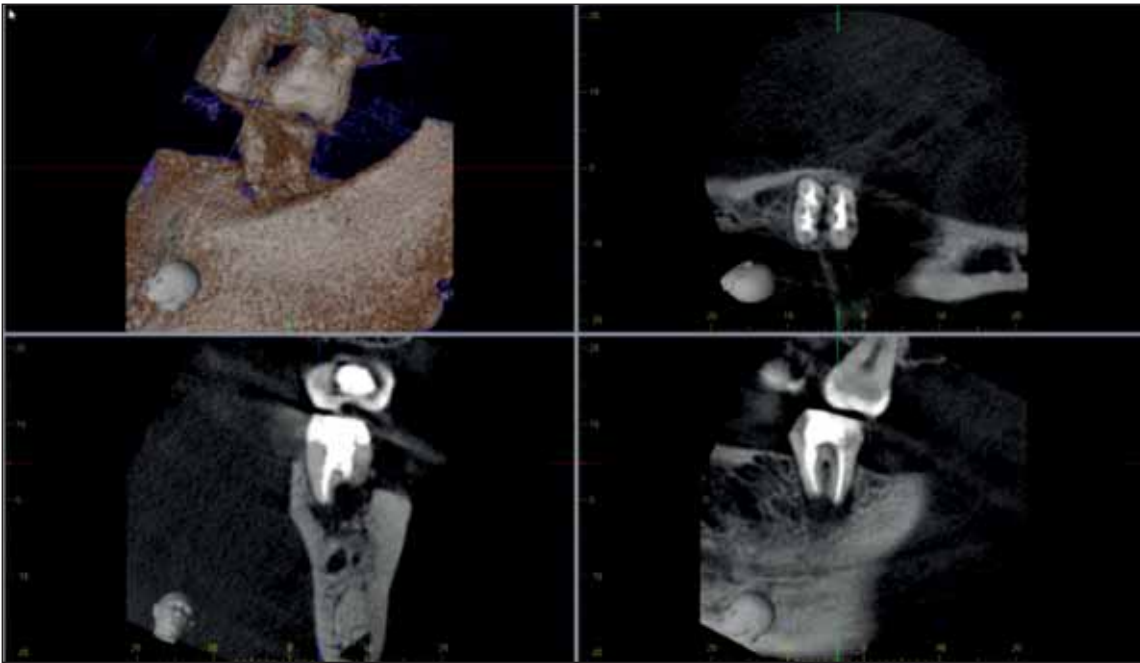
Imagine CBCT a dintelui 38 la momentul obturației. Reconstrucție tridimensională (stânga sus), secțiune axială (dreapta sus), secțiune coronală (stânga jos) și secțiune sagitală (dreapta jos)
